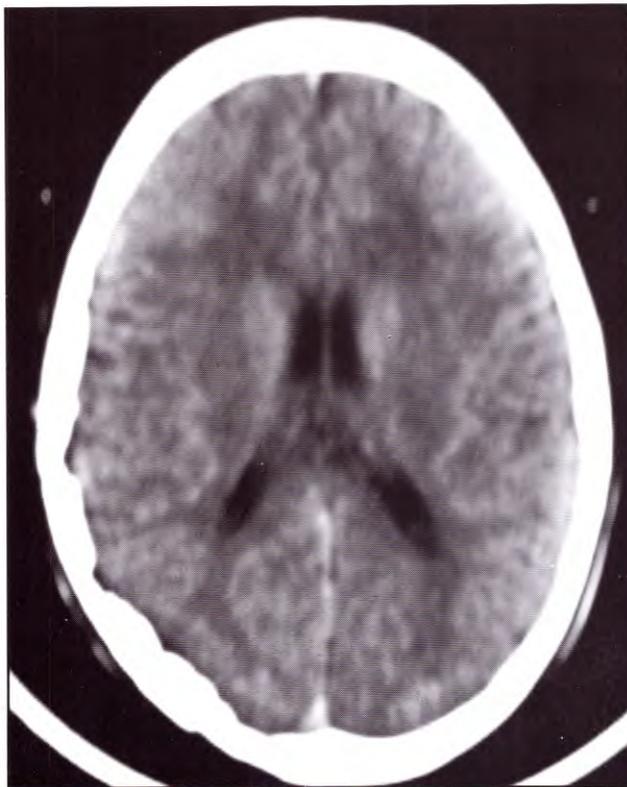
TAC postquirúrgica craneoplastia.
